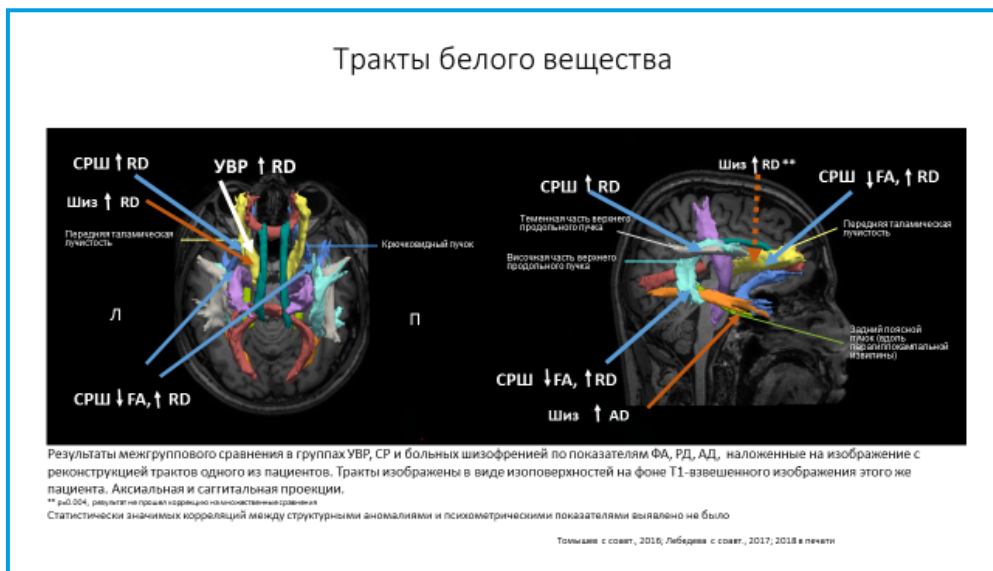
Результаты межгруппового сравнения в группах УВР, семейного риска и у больных шизофренией по данным диффузионно-взвешенной томографии с трактографией
